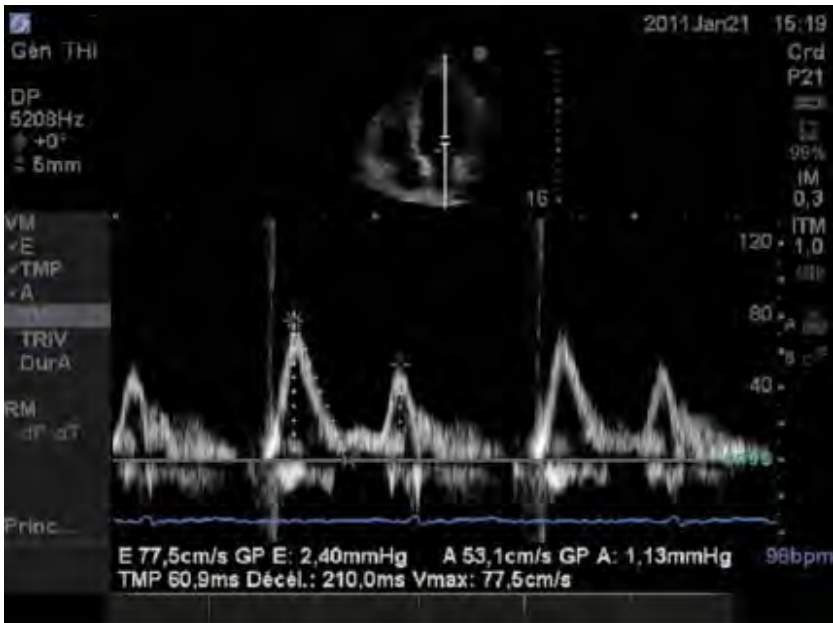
Flux Doppler Mitral Normal
